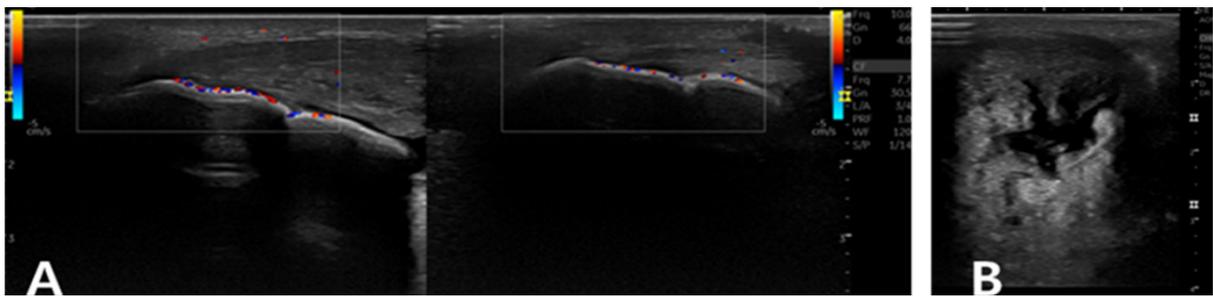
아킬레스건 초음파 영상. (A) 환측(좌) 아킬레스건이 건측(우)보다 비후되고 도플러 신호 증가 (B) 횡단 영상에서 아킬레스건 내부 파열 관찰
